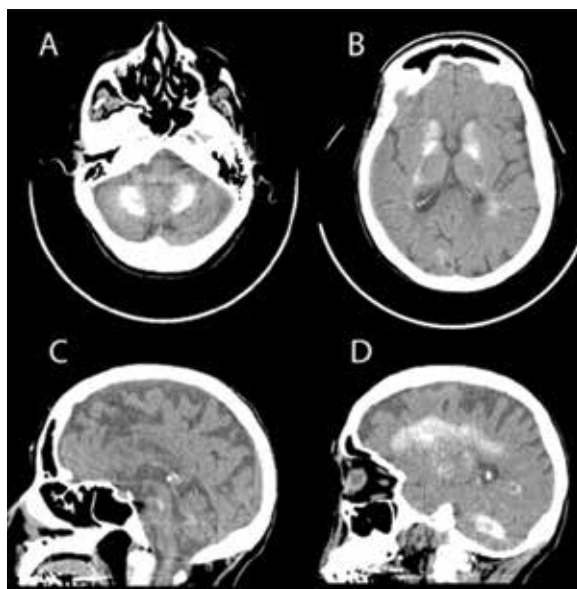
Tomografía de cráneo sin medio de contraste. A) Corte transversal que evidencia calcificaciones cerebelosas bilaterales. B) Corte transversal que muestra calcificaciones en los núcleos de la base, en particular de la cabeza del caudado. C) Corte sagital que demuestra atrofia cortico-subcortical y calcificación de la glándula pineal. D) Corte sagital donde se evidencia calcificación
